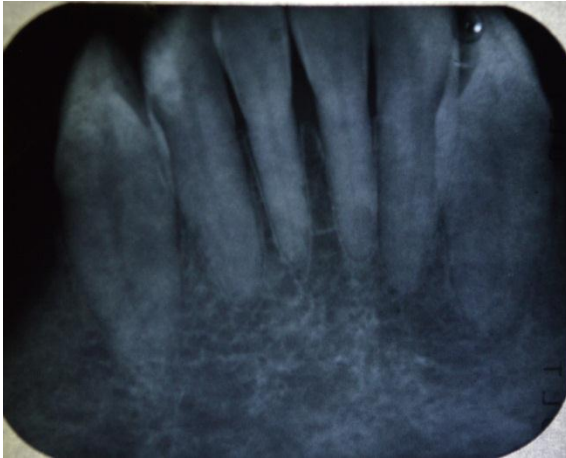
Radiografía periapical de las piezas 31, 41, 42
